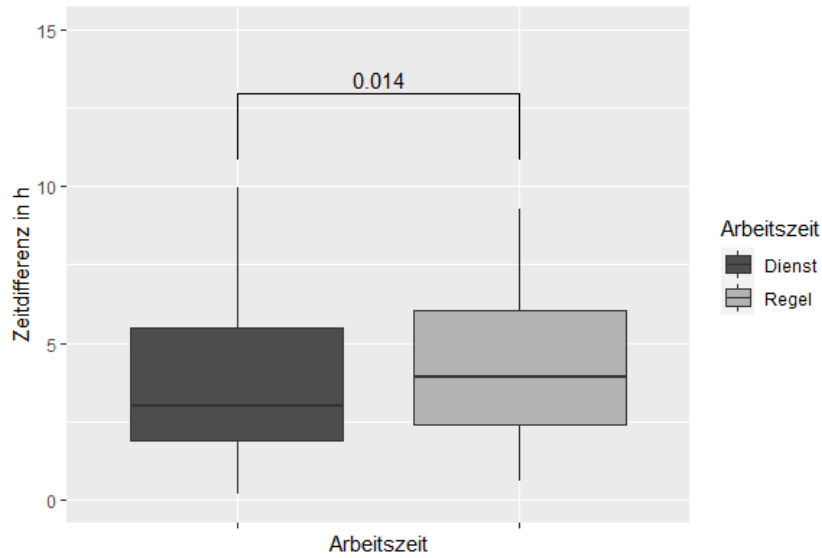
Zeit von der CT-Durchführung bis zur Intervention in Bezug auf die Arbeitszeit
